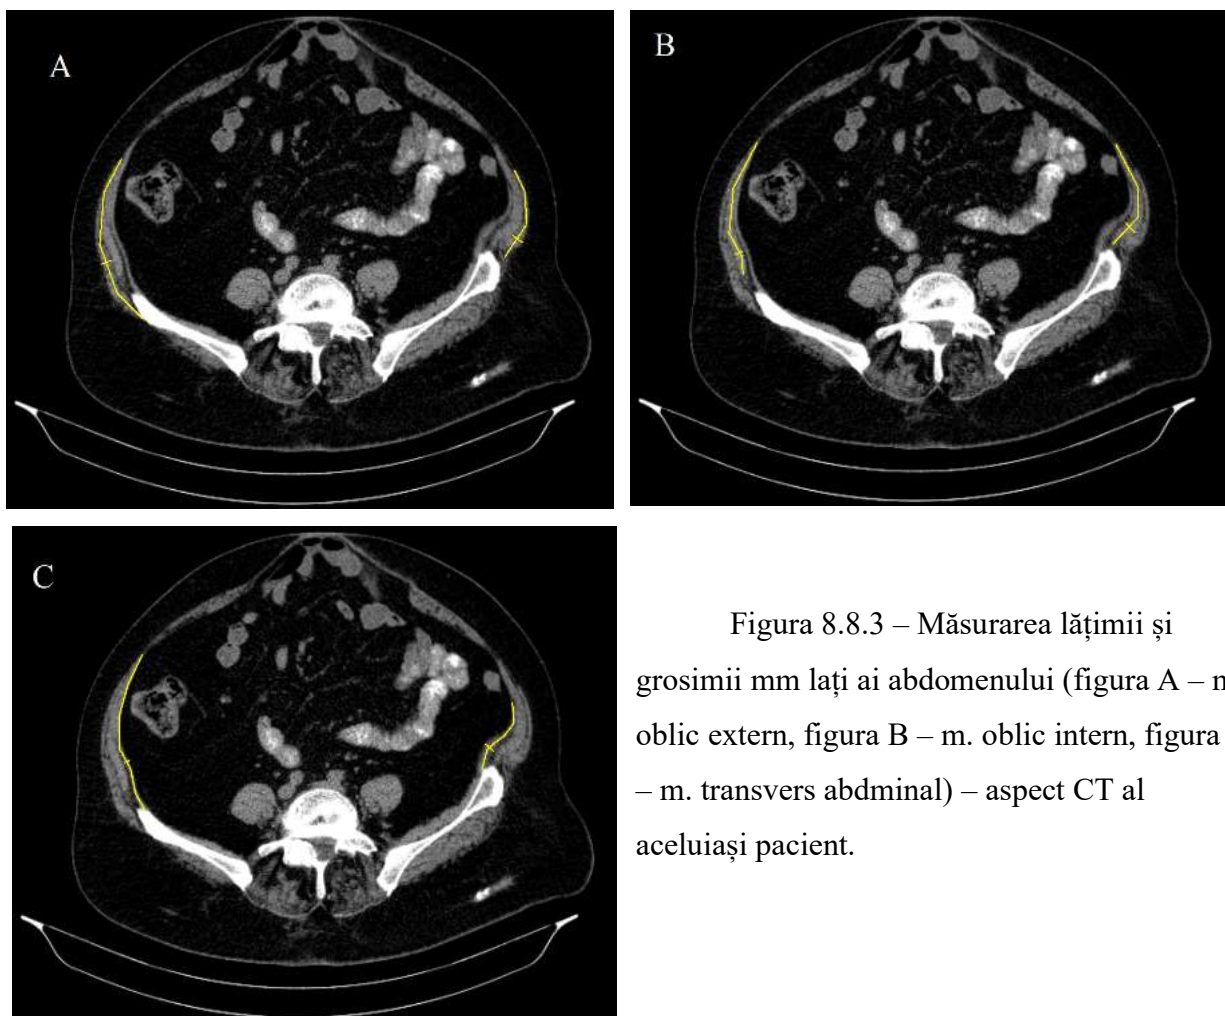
Măsurarea lățimii și grosimii mm lați ai abdomenului (figura A – m. oblic extern, figura B – m. oblic intern, figura C – m. transvers abdominal) – aspect CT al aceluiași pacient.
